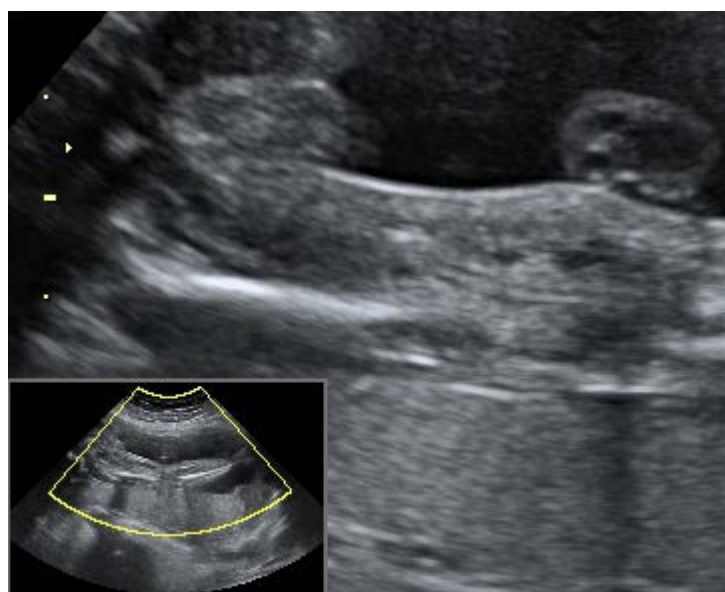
B – Imagine de detaliu ultrasonografică cu bazinul și coapsa dreaptă în abducție
